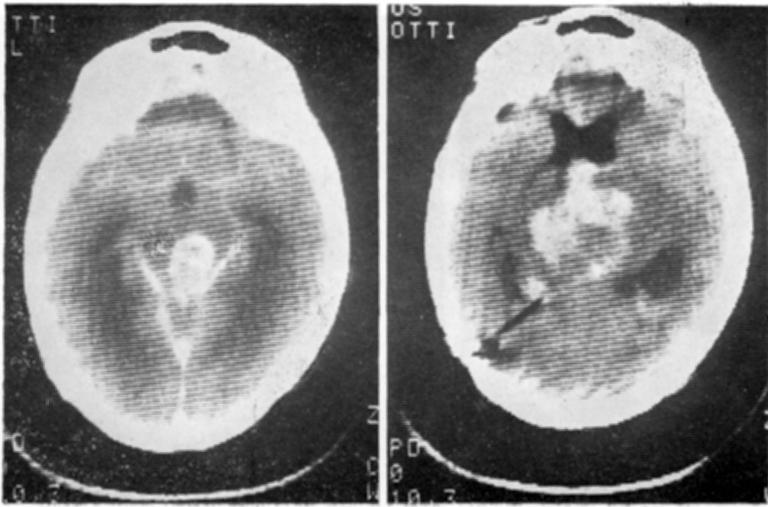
Caso 2 (CAPF): germinoma. À esquerda, TC no pré-operatório. À direita, TC no pós-operatório: hematoma intratumoral e no ventrículo.
